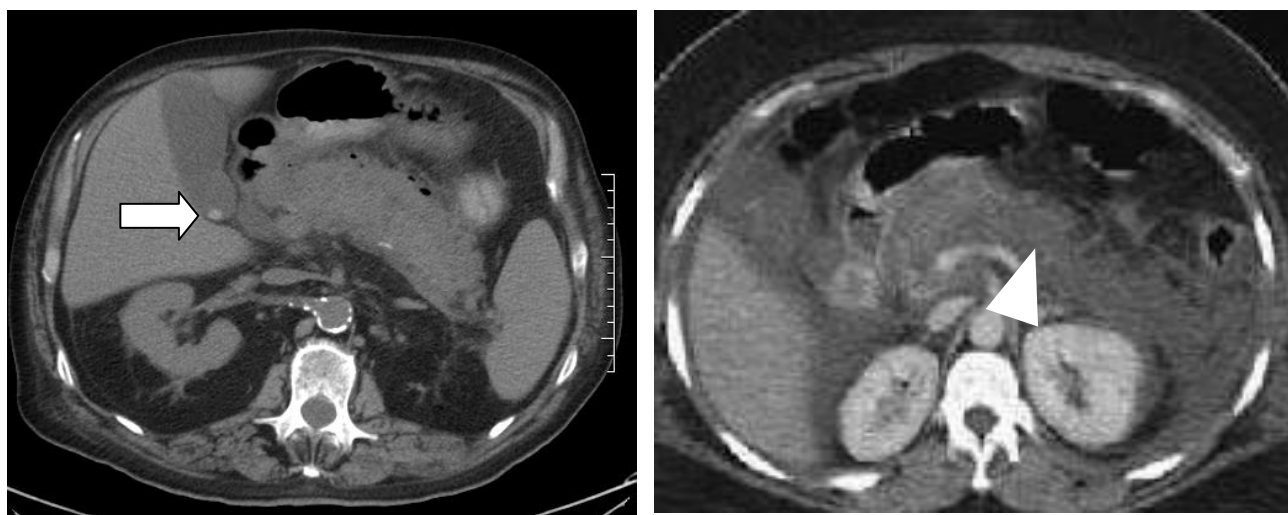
Pancreatitis aguda. Tomografía computada, cortes axiales donde se evidencia marcado aumento de tamaño de la glándula pancreática con borramiento de sus contornos con áreas de menor realce (flecha) e infiltración del tejido graso peripancreático. Nótese la presencia de litiasis biliar en la vesícula (punta de flecha). Importante cantidad de líquido peripancreático, en espacio de Morrison y en fascias pararenal izquierda
